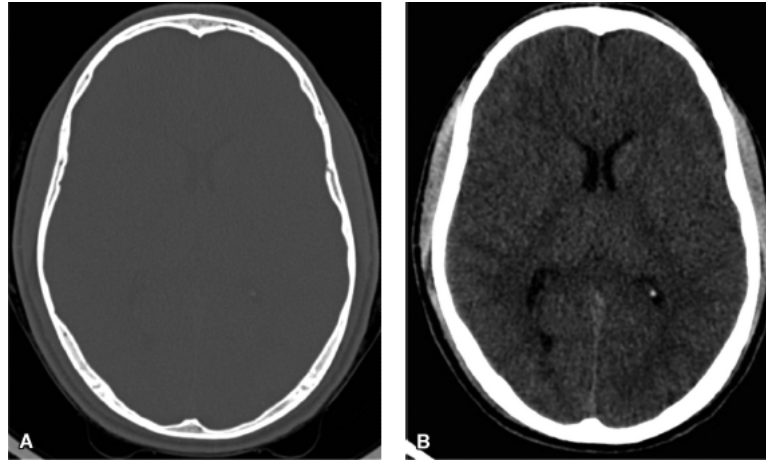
Tomografia computadorizada do crânio sem contraste intravenoso, com janela óssea (A) e janela de partes moles (B).
